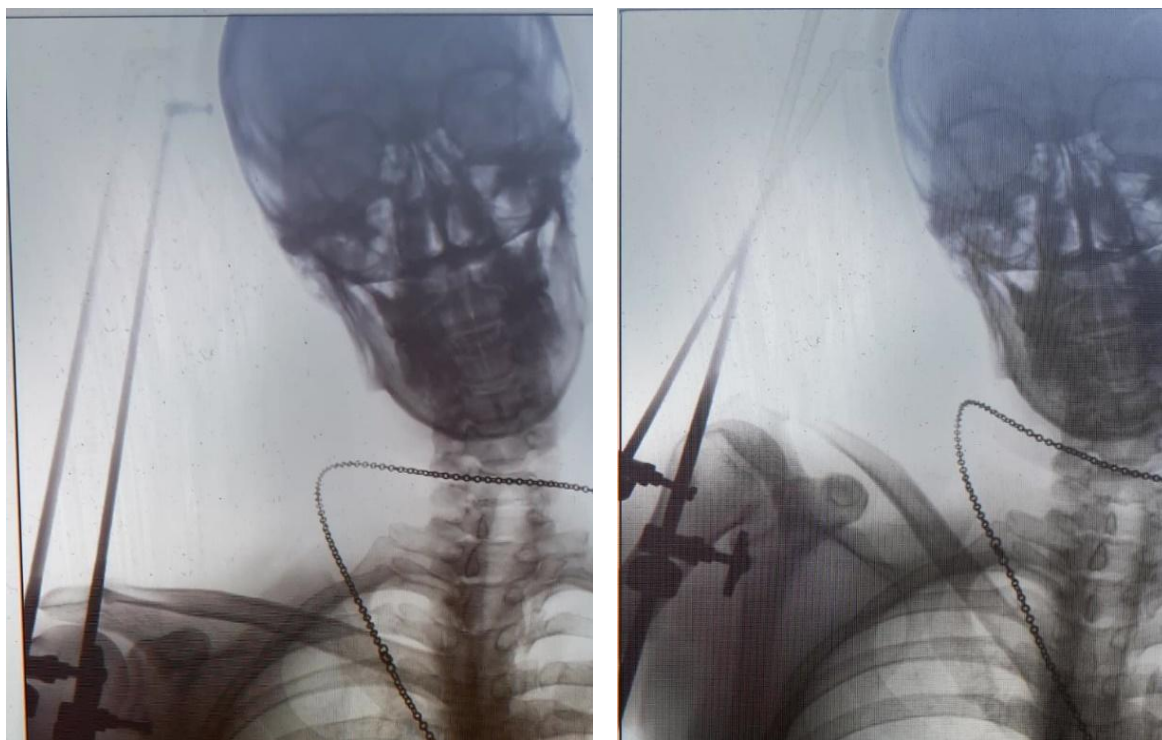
Рентгенограмма пациента П-ва. А - разметка до лечения (плечо в исходном (нормальном) положении); Б - разметка сразу после операции, до начала выведения плеча в нормальное положение.
